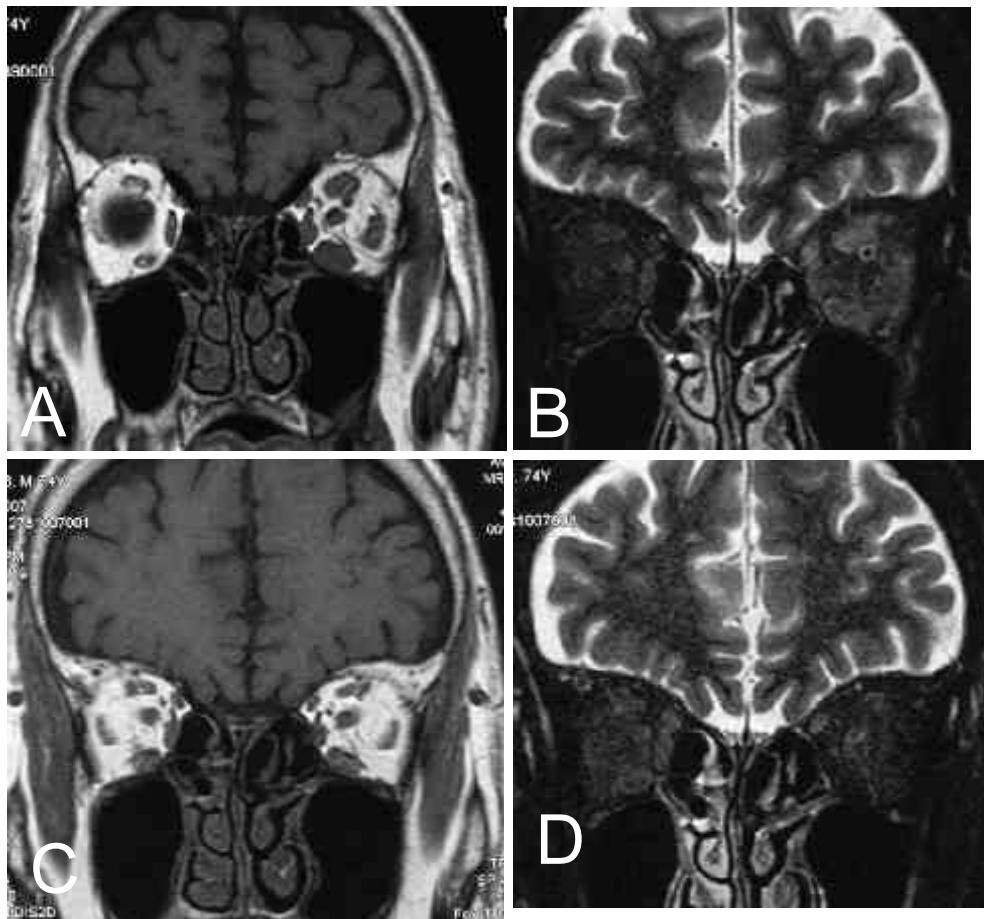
Magnetic resonance imaging (MRI) 画像.
